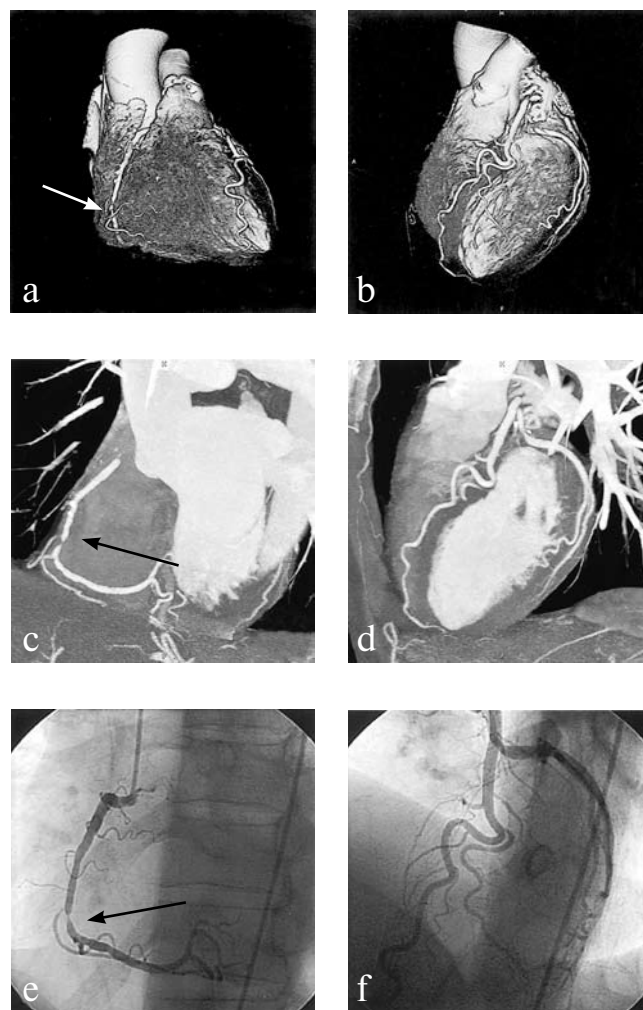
КАГ (Е, F) и МСКТ коронарных артерий (А, В, С, D). Гемодинамически значимый стеноз ПКА (стрелки).
